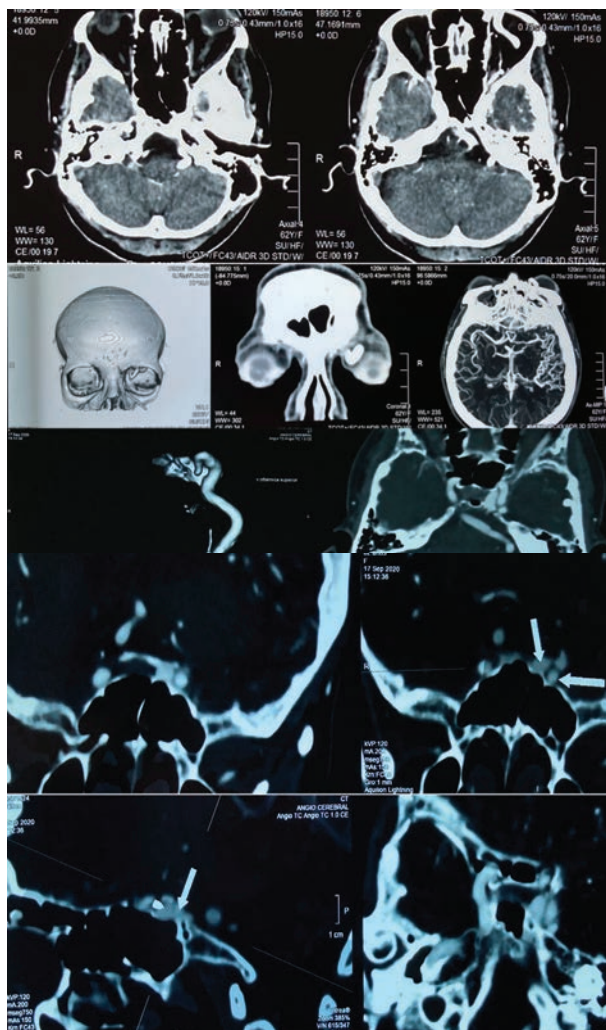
Angiotomografía cerebral de órbitas y cerebro
